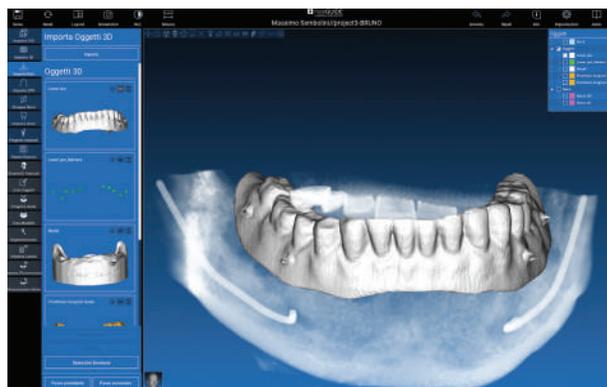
Con l'ausilio dei punti di reperi il software effettua l'operazione di "matching" (unione dell'esame Rx Cone Beam della mandibola del paziente con la scansione Rx della mascherina radiologica che altro non è che il duplicato della protesi preesistente del paziente - metodo della "doppia scansione")
